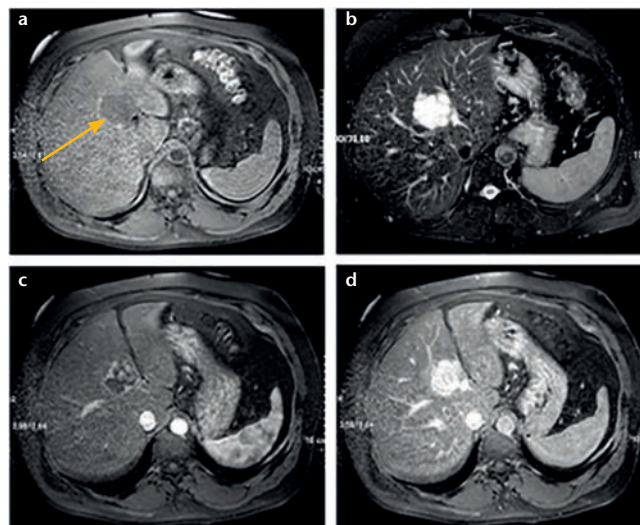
IRM typique de l'angiome h patique. a) hypo-intense en T1 (fl che) ; b) hyperintense en T2 ; c) rehaussement p riph rique en motte au temps art riel ; d) poursuite du rehaussement au temps portal et tardif.
